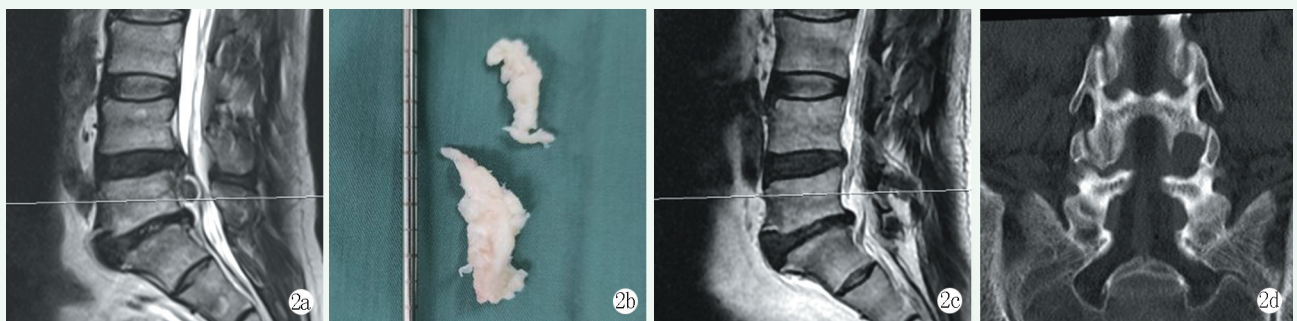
患者,女,55 岁,采用经椎板间入路手术治疗 2a: 术前腰椎矢状位 MRI 示 L_{4/5} 椎间盘向尾端重度脱出至 4 区 2b: 术中取出的髓核组织,向头端重度脱出髓核常为大块髓核组织 2c: 术后矢状位 MRI 示脱出髓核组织完全取出 2d: 采用经椎板间入路,手术过程中通过镜下环锯取出部分椎板骨组织
